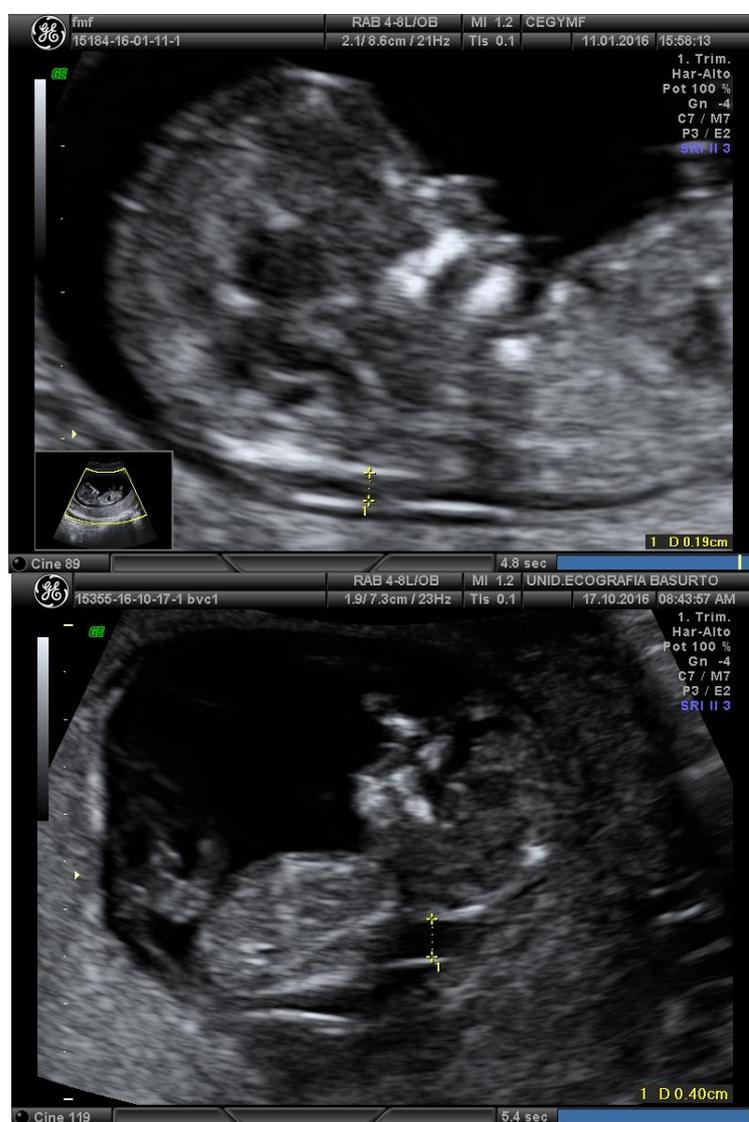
Ecografía con medida de translucencia nugal normal (arriba) en comparación con una aumentada (abajo).
